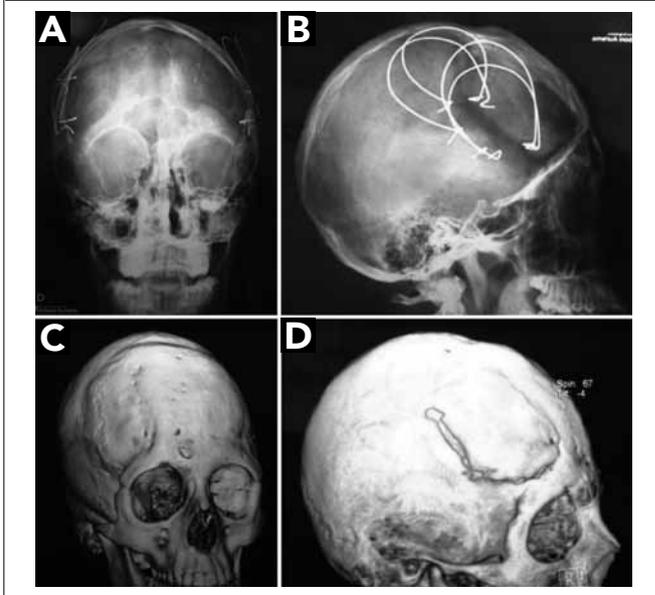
Caso III. Em A e B, radiografia de face ântero-posterior e perfil, observar o posicionamento das molas. Em C e D, tomografia de face, com reconstrução tridimensional. Em C, observa-se o pré-operatório e, em D, aspecto pós-operatório demonstrando a remodelagem do local da osteotomia submetida à expansão dinâmica.
